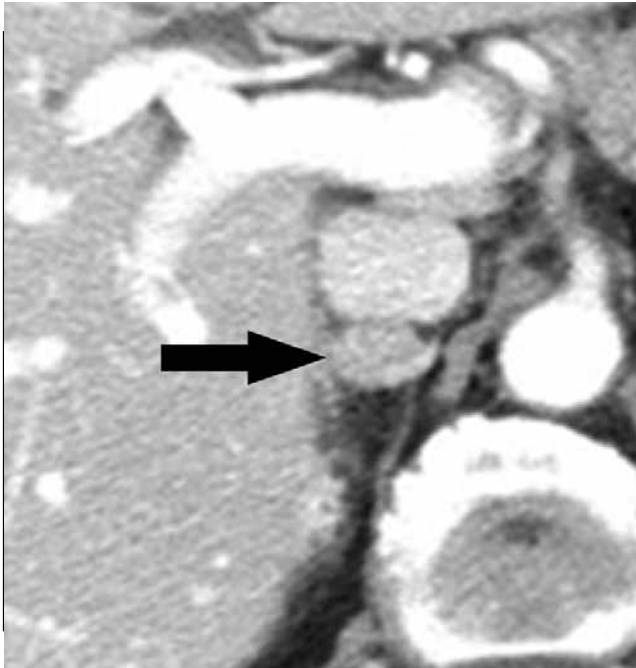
CT axial com fase venosa portal com ganho pós-contraste em uma mulher de 76 anos de idade submetida a um estadiamento pré-operatório de massa cecal (Caso 1 da Tabela 1). Uma massa adrenal direita com ganho homogêneo (seta) pode ser vista, mostrando menos de 50% de washout nas imagens tardias (não mostradas). O paciente realizou hemicolectomia direita e adrenalectomia, pois o diagnóstico pré-operatório foi possível metástase adrenal. A cirurgia foi complicada por instabilidade hemodinâmica e um infarto do miocárdio sem onda Q no pós-operatório. O anatomopatológico final revelou adenoma cecal túbulo-viloso e feocromocitoma adrenal.
